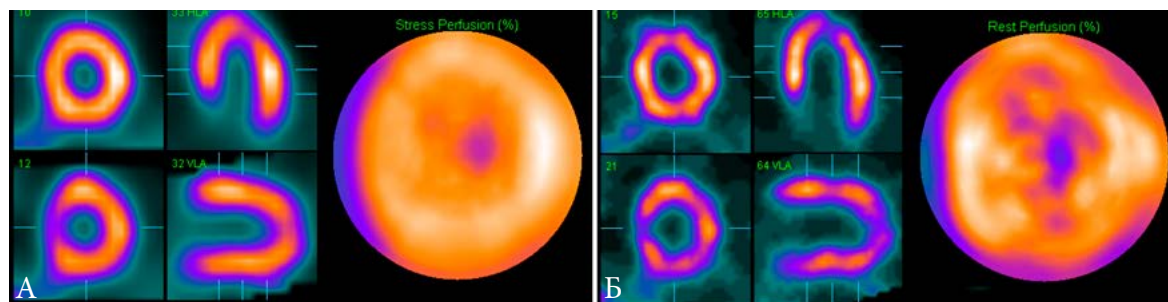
Изображения, получаемые при перфузионной ОЭКТ миокарда при записи в матрицу  $64 \times 64$  (А) и  $128 \times 128$  (Б)
